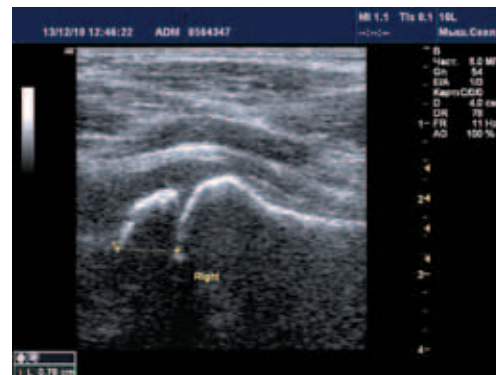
Эхограмма ребенка Р., 2 года. УЗИ передним доступом. Продольное сканирование: а – эпифиз бедренной кости; б – зона роста бедренной кости
